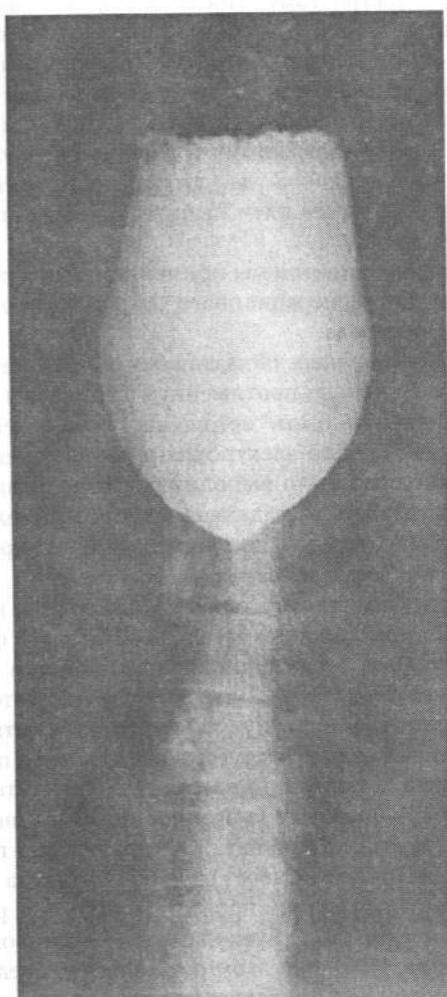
Пациент В. Структура пищевода. Рентгенограмма
